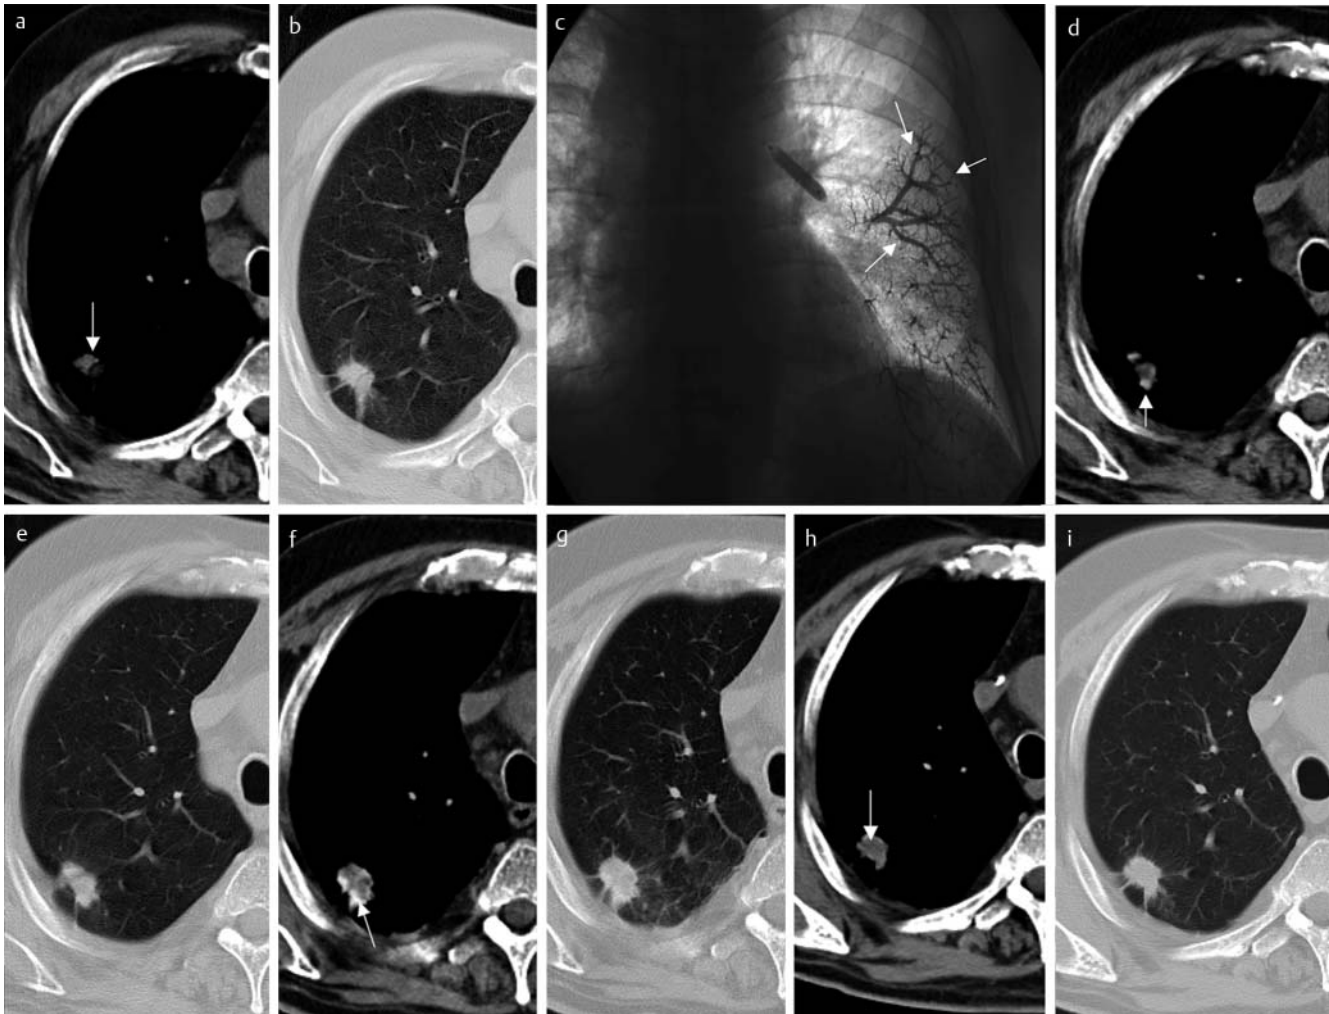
Fall eines 55-jährigen, männlichen Patienten mit einem Adenokarzinom der Lunge (T1, N2, M0). Zunahme des Tumorvolumens („Progressive Disease“) bei geringer Lipiodolaufnahme des Tumors. a, b Natives in axialer Schnittführung durchgeführtes CT vor Durchführung der ersten TPCE-Behandlung. Darstellung des Adenokarzinoms (Pfeil). c Abschließende Angiographie der rechten Pulmonalarterie nach der ersten TPCE-Behandlung. Gut sichtbar der Ballonkatheter (Pfeil), der zum Einsatz kam, um eine Embolisatverschleppung in die A. pulmonalis zu verhindern. d, e In
